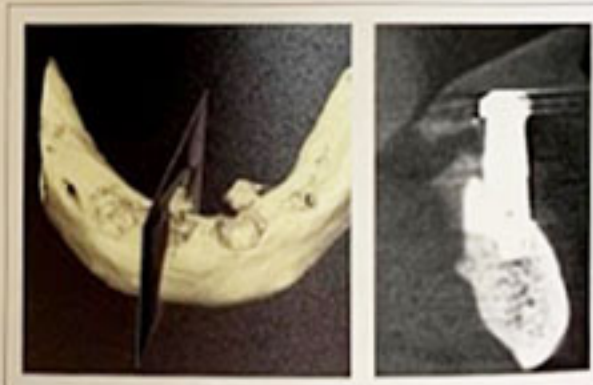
術前CT所見。右側の残存インプラントについて、舌側の骨は保たれているが、唇側骨は吸収しており、本症例においては、力学的に1-IODでは予知性が低くなる恐れが疑われ、複数のインプラントサポートが必要となることが示唆された。
